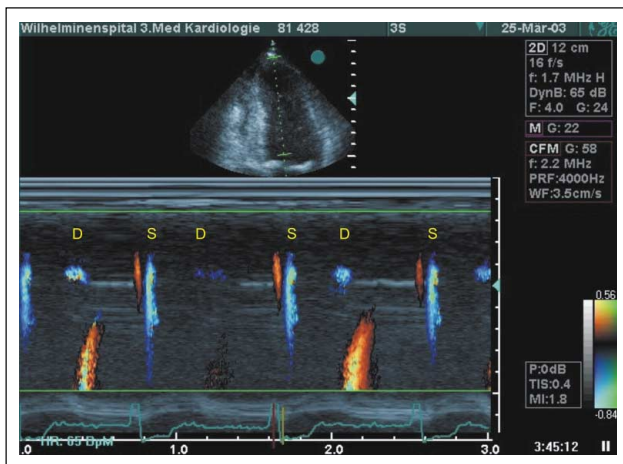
Farbdoppler-M-Mode über dem linken Ventrikel von apikal: Zugleich mit dem frühen Anteil des transmittalen Einstromes zeigt sich ein ausflußtraktwärts gerichtetes Signal im Bereich der Ventrikelspitze. S: Systole; D: Diastole
